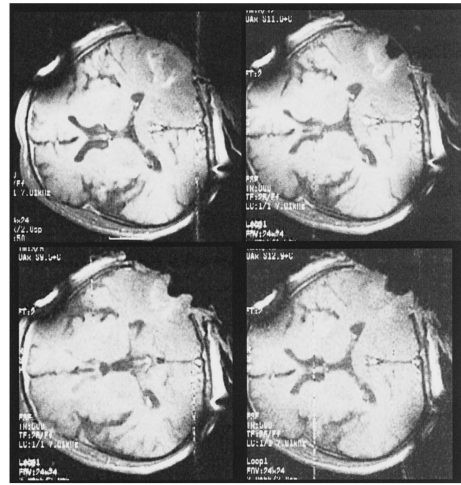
MR images during the resection of brain tumor
